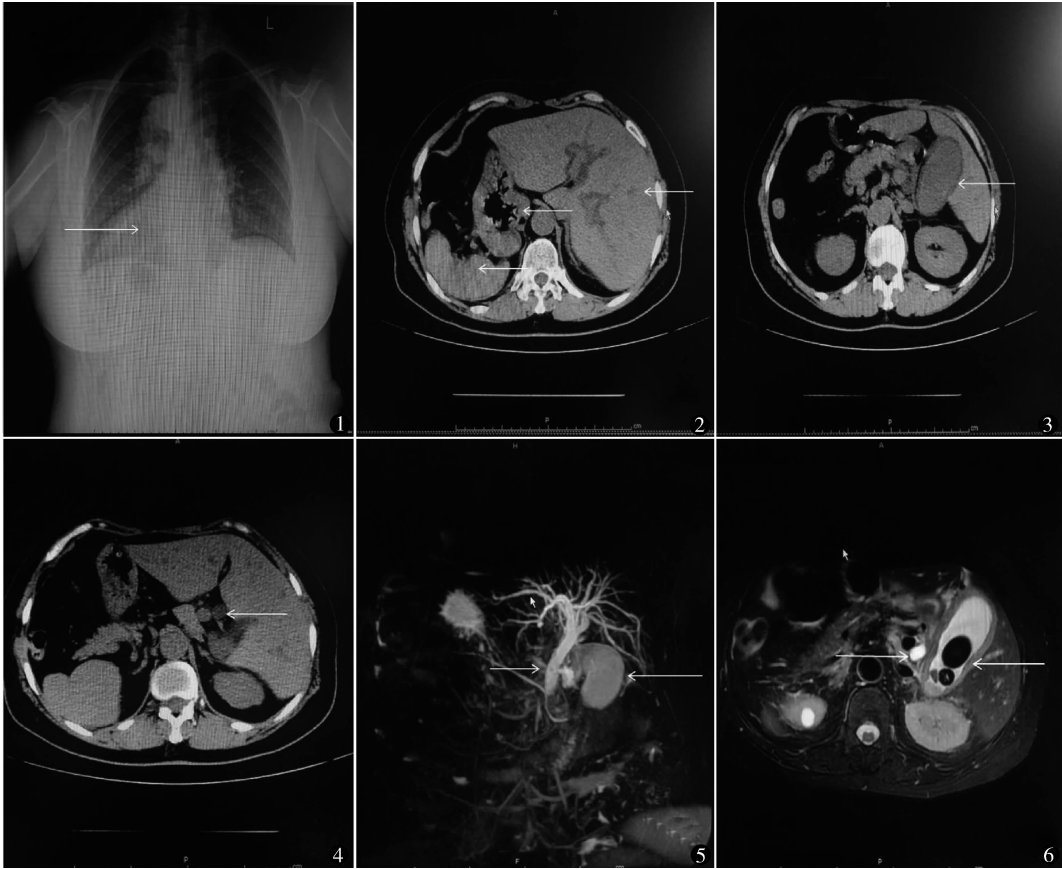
胸部正位数字 X 线摄影提示右位心 图 2 上腹部 CT 提示:肝脏在左腹,胃、脾在右腹 图 3 上腹部 CT 示:胆囊增大(13.0 cm × 5.5 cm),周围见低密度影环绕,位于左腹部 图 4 上腹部 CT 示:肝外胆管扩张,最大内径 13 mm 图 5 MRCP 提示:胆囊镜像显影,胆总管下段见结石及胆汁淤积 图 6 上腹部 MRI 提示:胆囊肿大,内见 2 枚结石(直径分别为 2.9、1.7 cm),肝外胆管扩张
